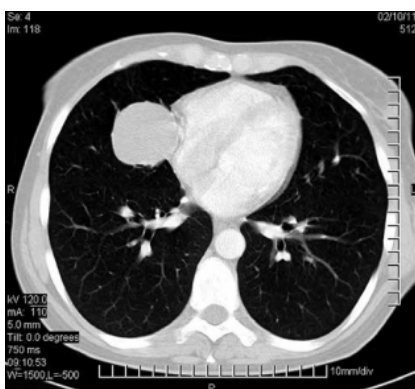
TC de una masa pulmonar que comprime el pericardio.
